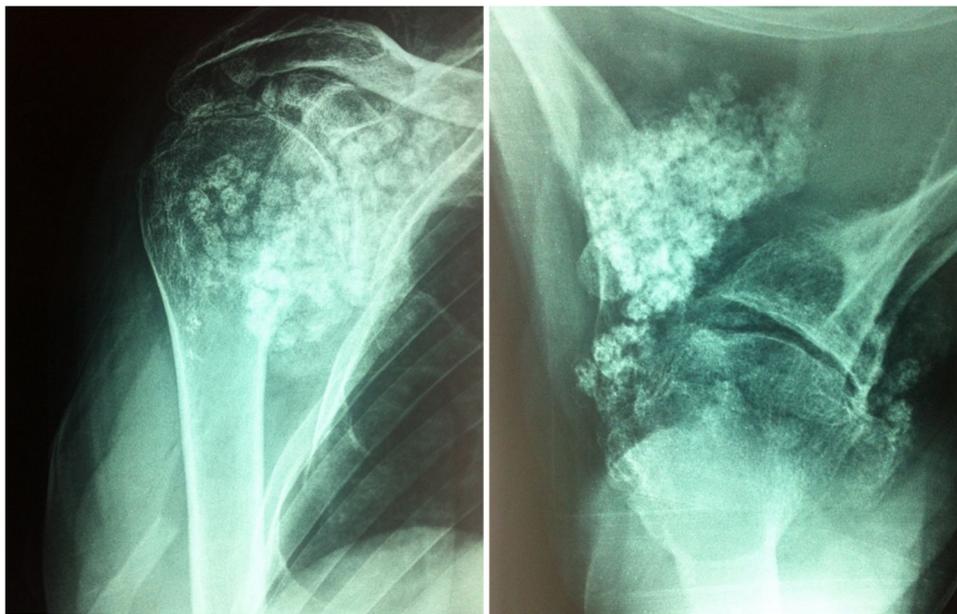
Рентгенограммы пациента при поступлении: снимок правого плечевого сустава в прямой проекции и аксиальной проекции (второй случай)
